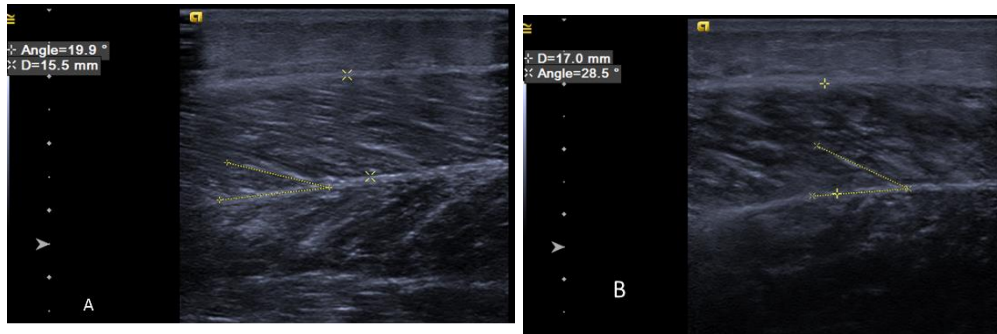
A) M. Vastus lateralis kası dinlenme sırasındaki kas kalınlığını ve pennasyon açısı B) M. Vastus lateralis kası kontraksiyon sırasında kas kalınlığını ve pennasyon açısı gösteren ultrason görüntüsü
